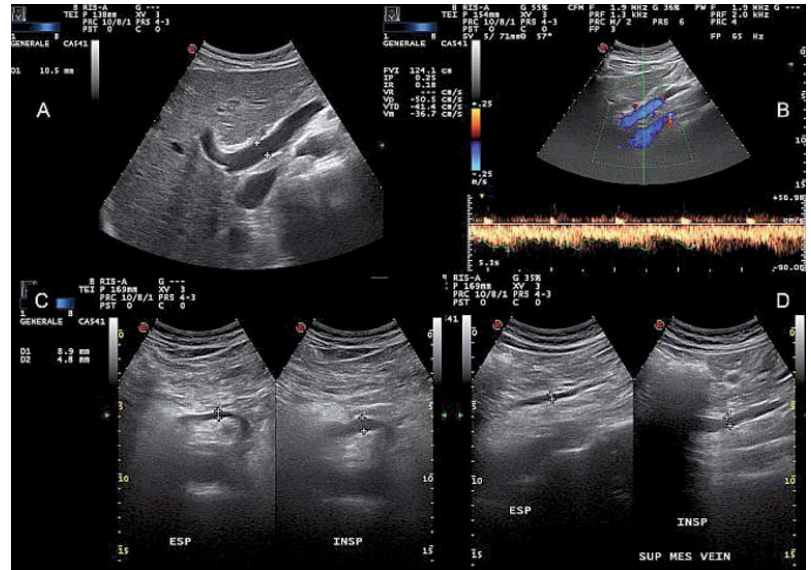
Pfortadersystem beim Gesunden. Abschnitt A und B zeigen die Pfortader mit normalem Durchmesser (10,5 mm) und normaler Strömung (über die Zeit gemittelte Maximalgeschwindigkeit 36,7 cm/s mit oszillierendem hepatopetalem Muster). Abschnitt C und D zeigen jeweils die normalen Veränderungen (>40%) der Durchmesser der Milzvene (C) und der V. mesenterica superior (D) bei forcierter Ein- und Ausatmung (fast Totalkollaps während der Ausatmung), die durch die intraabdominalen Druckveränderungen hervorgerufen wurden. Der Pfortaderfluss wird an der Stelle der Überkreuzung mit der Leberarterie (roter Punkt über dem Pfortaderstamm) mit einem Dopplerwinkel von 57° gemessen.
